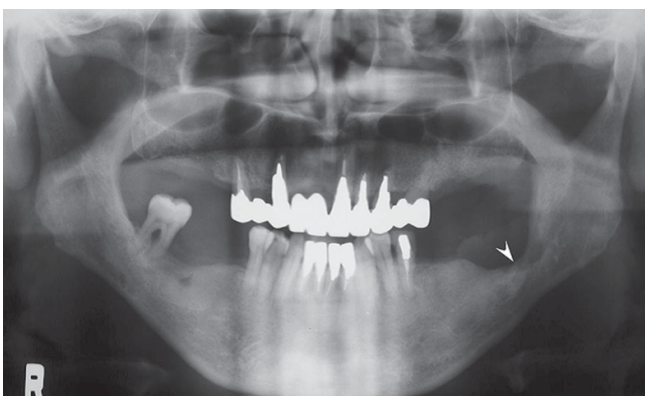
Ортопантомография пациента с плоскоклеточным раком T4aN0 десны нижней челюсти слева. Деструкция кости (указана стрелкой) в левой нижней молярной области с вовлечением нижнечелюстного канала
